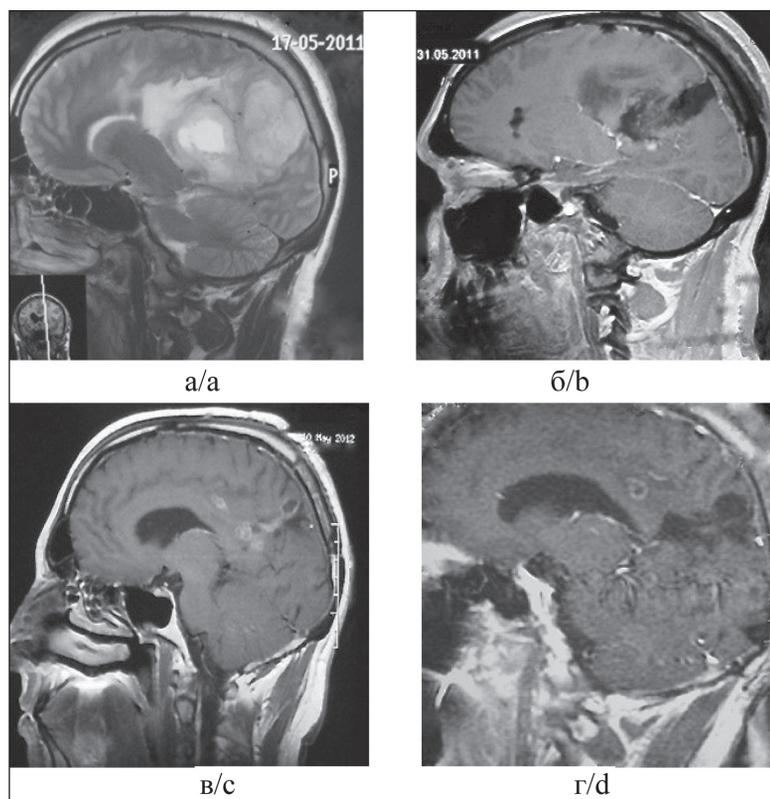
ЦНС-НБ. МРТ с контрастным усилением: а – МРТ до операции, размеры опухоли 75×48×55 мм с фокальным накоплением контраста; б – МРТ после частичной циторедукции, размеры резидуальной опухоли 37×34×40 мм; в – МРТ после 6 циклов МХТ темозоломидом, размеры опухоли 32×18×16 мм, положительный ответ на терапию; г – МРТ спустя 6 мес после ЛТ и ХТ, размеры опухоли 10×12×12 мм, частичный ответ на терапию сохраняется
